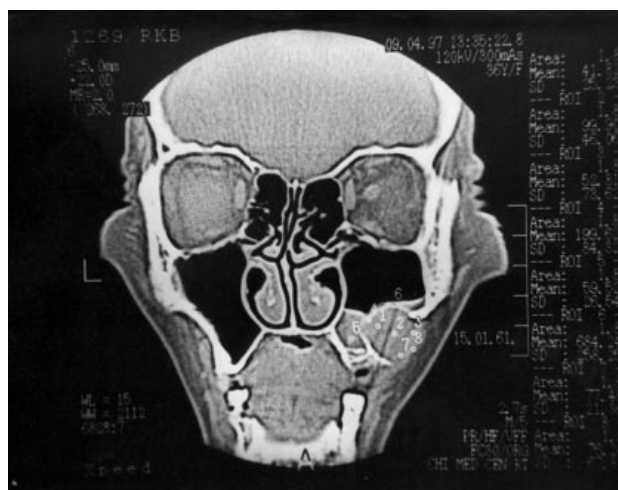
КТ во фронтальной плоскости. Больная А., 36 лет. Одонтогенная киста правой верхнечелюстной пазухи с нарушением целостности нижнего отдела передне-латеральной ее стенки.
